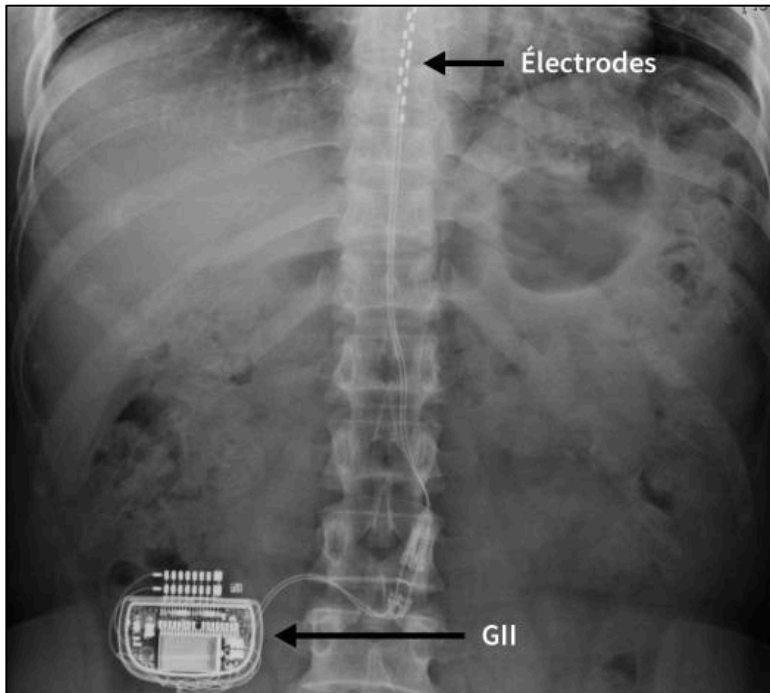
Radiographie d'un stimulateur de moelle épinière et des électrodes (124)
